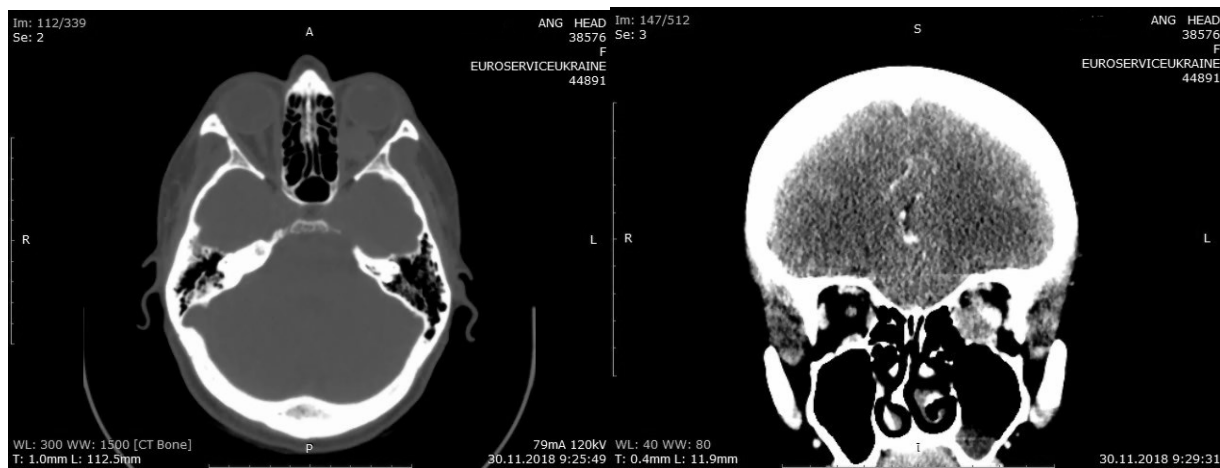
Комп'ютерна томографія орбіт та навколоносових пазух до хірургічного втручання пацієнтки О.
